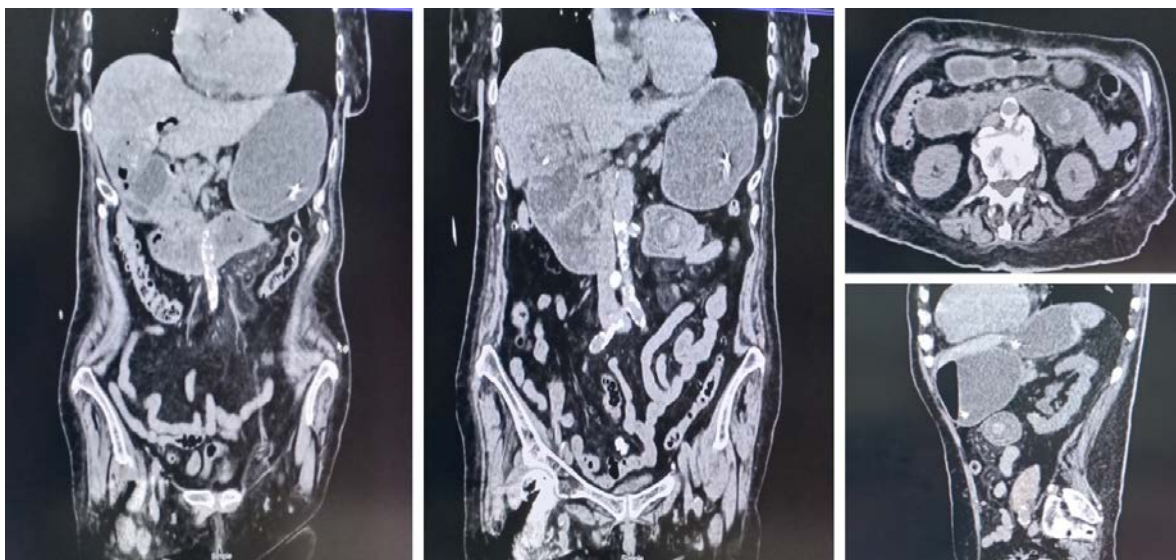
Tomografía axial computarizada de abdomen simple.
